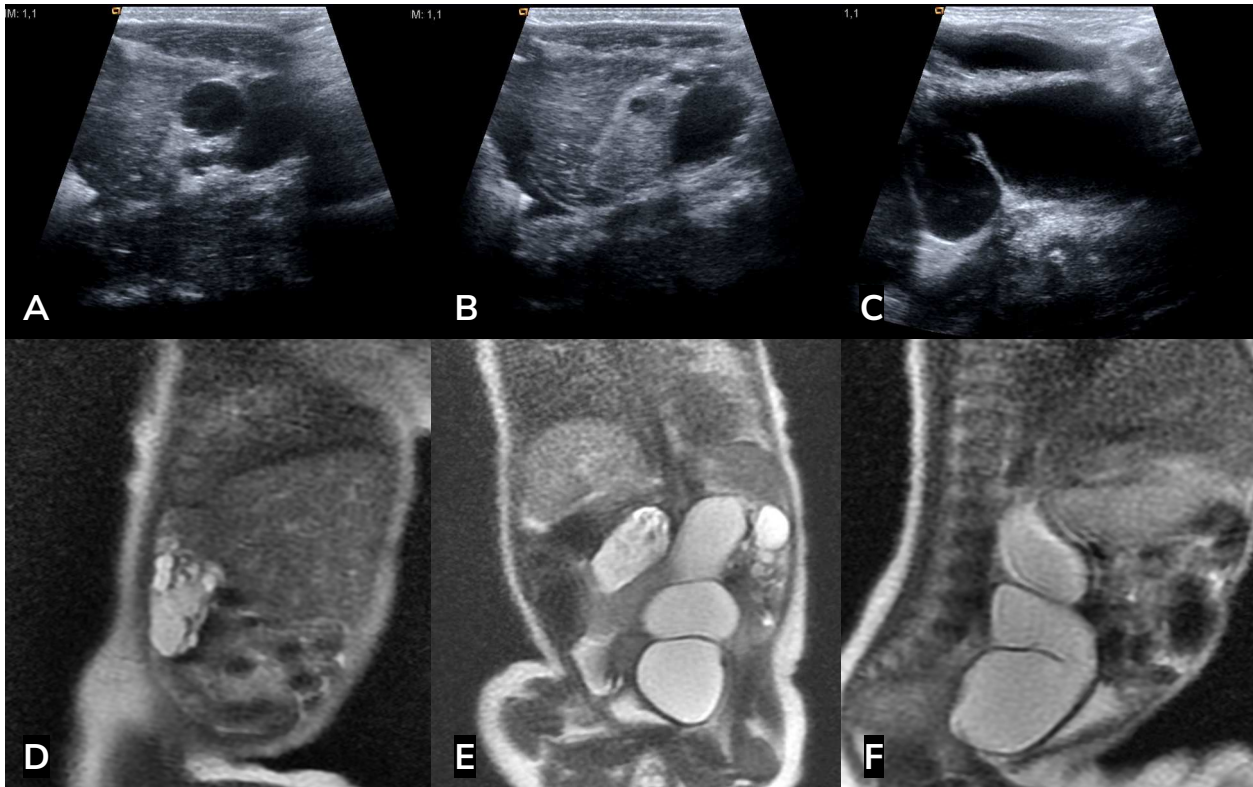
Ecografía neonatal y RM neonatal.
